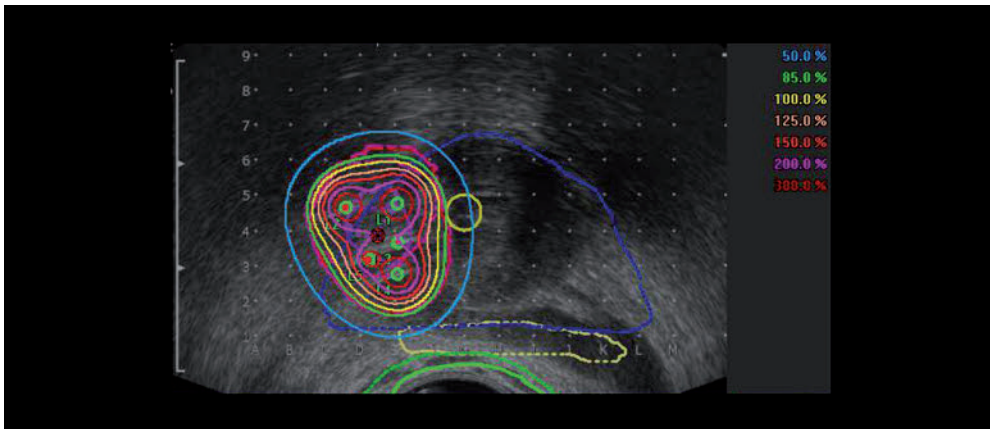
Fokale Hochdosis-Brachytherapie (HDR-BT) auf ein Prostatakarzinomrezidiv. Das Zielvolumen wurde mittels MRT- und PSMA-PET/CT-Fusionsbildgebung definiert. Die gelbe Linie beschreibt die 100 %-Isodose (18 Gy) auf dem Rand des Zielvolumens. Die Kapsel der Prostata ist blau dargestellt und der Harnleiter (Urethra) gelb.
